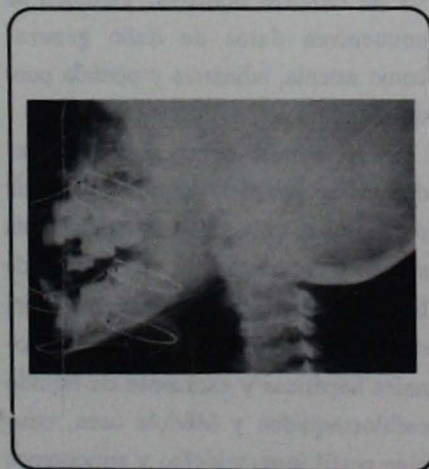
Figura N^o. 3 La radiografía lateral de cuello se observa la tumoración que ocupa la nasofaringe.
